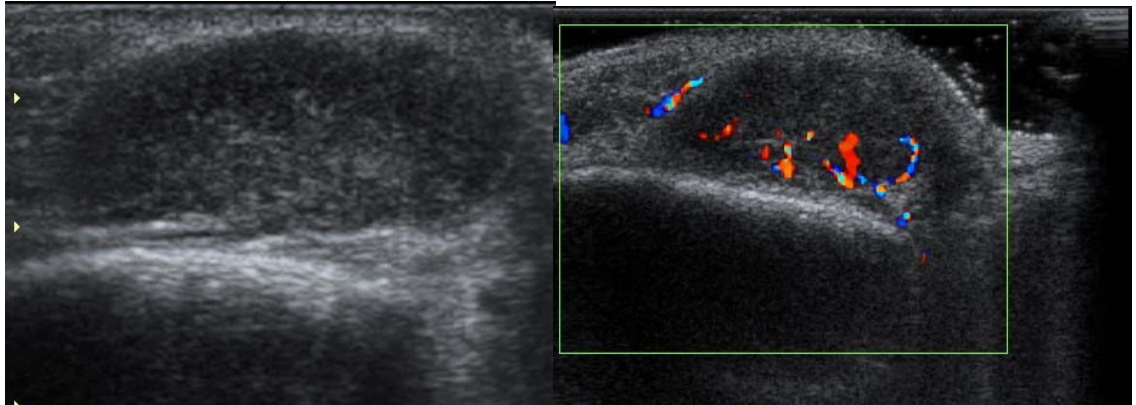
écho-doppler d'un hémangiome des parties molles chez un garçon de 7 ans
